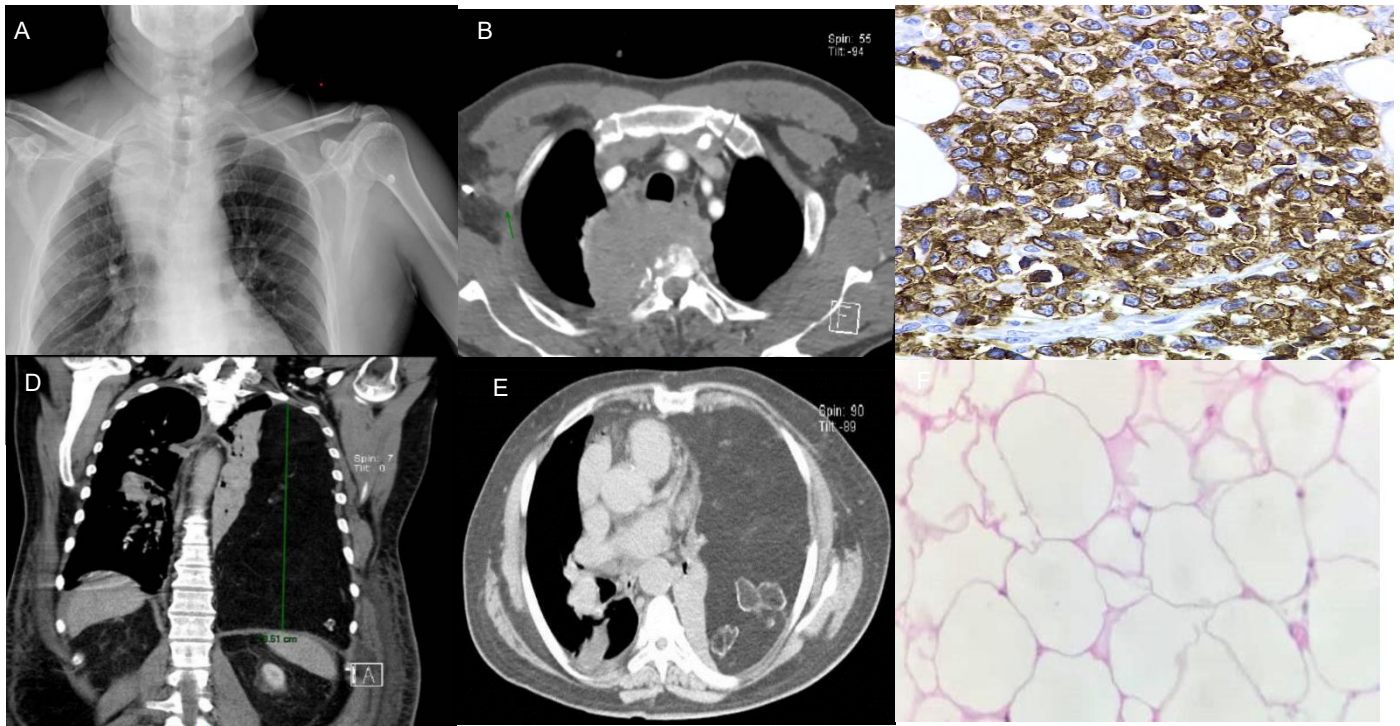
Ejemplos de pacientes de nuestra serie con diagnósticos de tumores gigantes de tórax. A-C) Hombre de 56 años hospitalizado por paraplejia. A) Radiografía de ingreso donde se observa ensanchamiento mediastinal generalizado, B) Tomografía de tórax con contraste en corte axial, ventana mediastinal donde se observa lesión hiperdensa de localización paravertebral que ocupa mediastino posterior, C) Biopsia de lesión con tinción positiva para CD79a compatible con Linfoma No Hodgkin. D-F) Hombre 61 años hospitalizado por disnea leve. D) Tomografía de tórax de ingreso del paciente donde se observa lesión gigante en hemitórax izquierdo de 29.5 cm, E) lesiones hipodensas con densidad de tejido graso (-30 UH) con lesiones ovoideas en su interior de bordes hiperdensos, F) lesión neoplásica compuesta por tejido adiposo con patrón de crecimiento sólido negativo para MDM2, compatible con Liposarcoma pleural.
